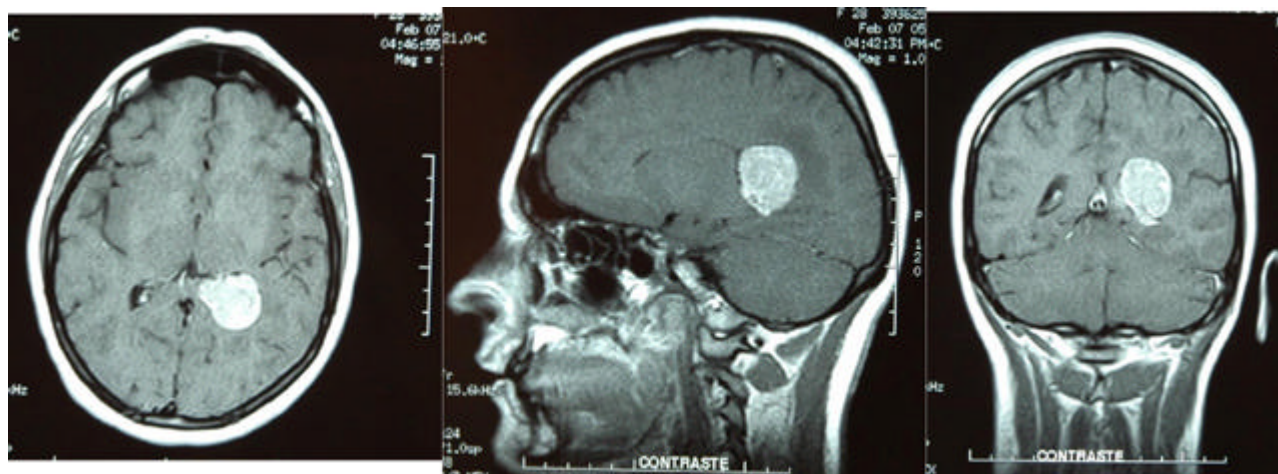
Resonancia nuclear magnética - RNM en secuencia T1 con contraste visualizada en proyecciones axial, sagital y coronal, respectivamente. Se aprecia una imagen hiperdensa, bien delimitada, que capta contraste de forma homogénea, y que está situada en el trígono ventricular izquierdo.
